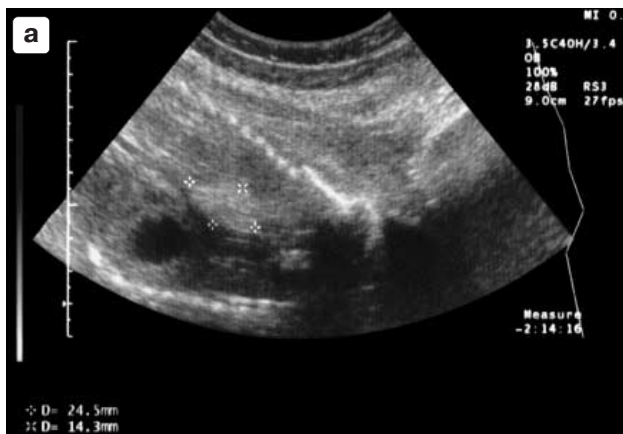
а – эхограмма плода 24–25 нед гестации. Продольное сканирование туловища. За сердцем определяется образование повышенной эхогенности. На снимке показано измерение образования; б – эхограмма того же плода 28–29 нед гестации. За сердцем (1) определяется образование высокой эхогенности с четкими контурами губчатой структуры; в – МРТ ребенка (6 мес). Коронарная плоскость. За сердцем у позвоночника образование губчатой структуры. Показано измерение образования; г – МРТ ребенка (6 мес). Боковая проекция. За сердцем у позвоночника образование губчатой структуры. Показано измерение образования.
